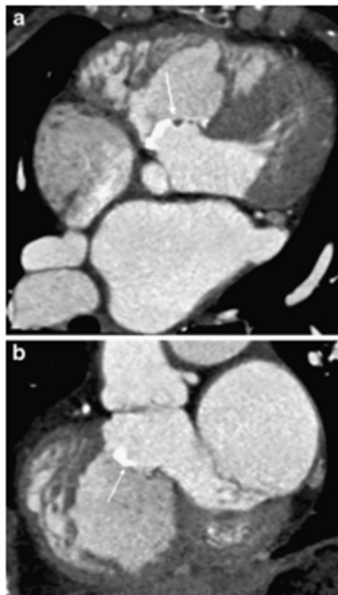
Ретроспективно ЭКГ-синхронизированная КТ у 14-летней девочки: поперечная (a) и короткоосевая (b) реконструкции, выполненные для динамической оценки после хирургической коррекции тетрады Фалло. Заплатка полностью закрывает дефект межжелудочковой перегородки (стрелка). Обратите внимание на наезд аорты (overriding aorta) и гипертрофию правого желудочка.
